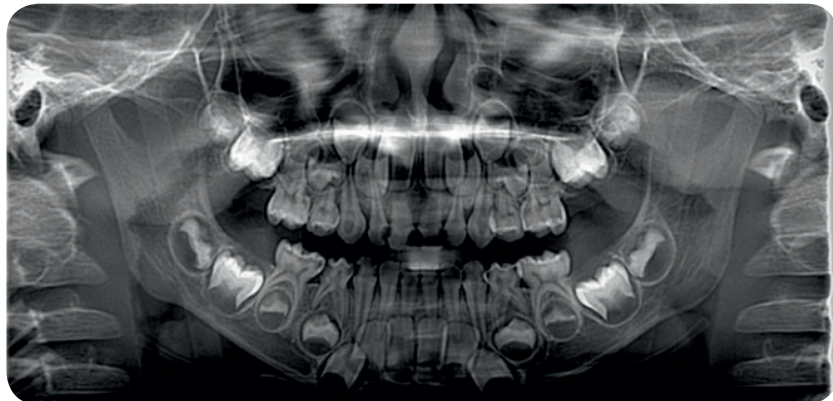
Ортопантомограмма ребенка 4-х лет
